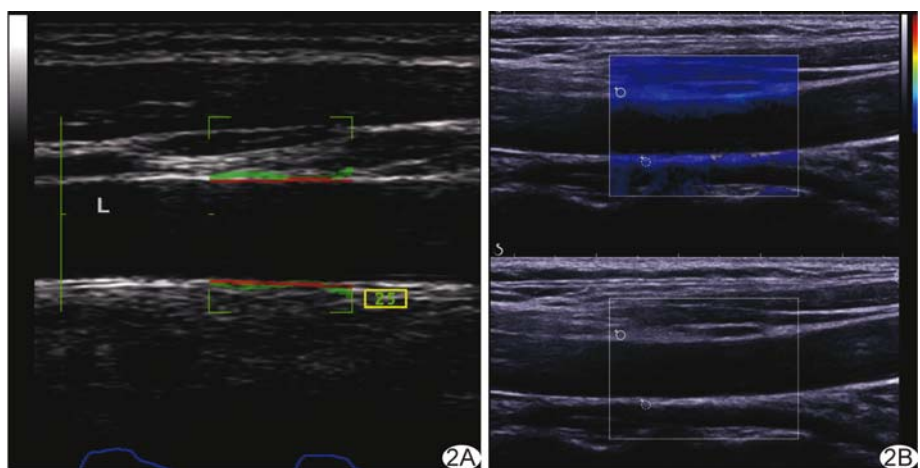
患者女, 46 岁, 健康人 (对照组) A. 射频超声测量 DC、CC、 $\alpha$  系数、 $\beta$  系数及 PWV 分别为 0.02  $\text{mm}^2/\text{kPa}$ 、0.86  $\text{mm}^2/\text{kPa}$ 、4.62、9.41 及 7.47  $\text{m/s}$ ; B. SWE 测量  $\text{ME}_{\text{mean}}$ 、 $\text{ME}_{\text{max}}$ 、 $\text{ME}_{\text{min}}$  分别为 32.3  $\text{kPa}$ 、34.6  $\text{kPa}$  及 31.4  $\text{kPa}$
